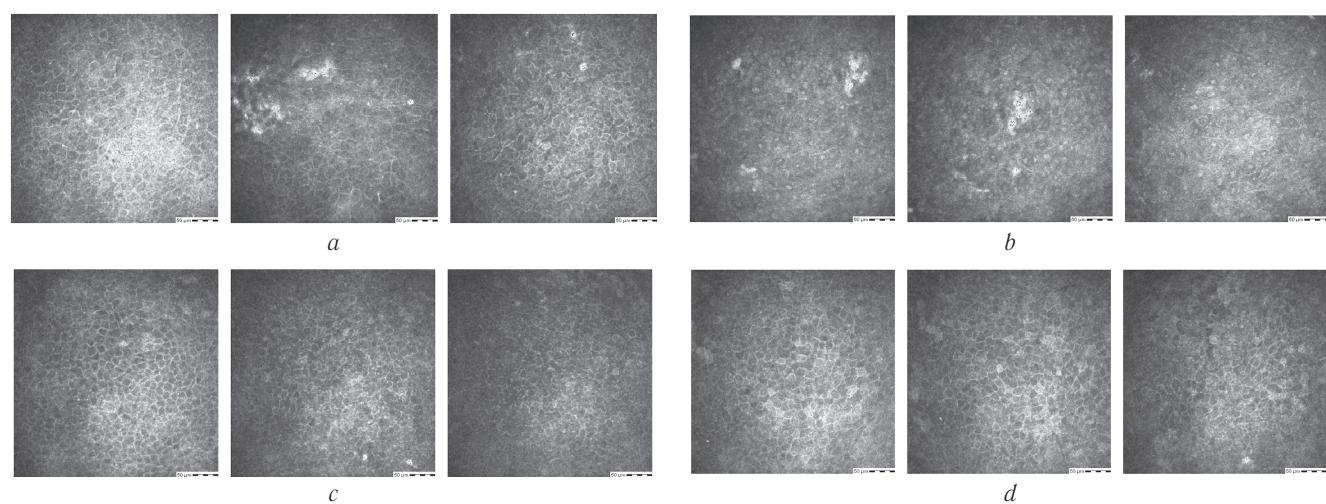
Конфокальная микроскопия роговицы, выполненная с помощью Гейдельбергского томографа (HRT III): *a* — OD; *b* — OS до применения капель Катионорм® (Santen, Япония) (выраженные проявления эпителиопатии); *c* — OD; *d* — OS после применения (умеренные проявления эпителиопатии)
